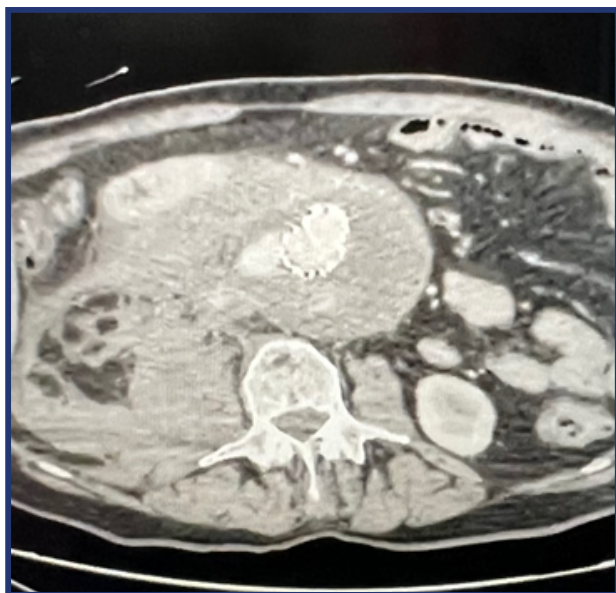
Angiotomografía que muestra un *endoleak* de tipo IA con rotura de aneurisma asociado a un hematoma retroperitoneal.
